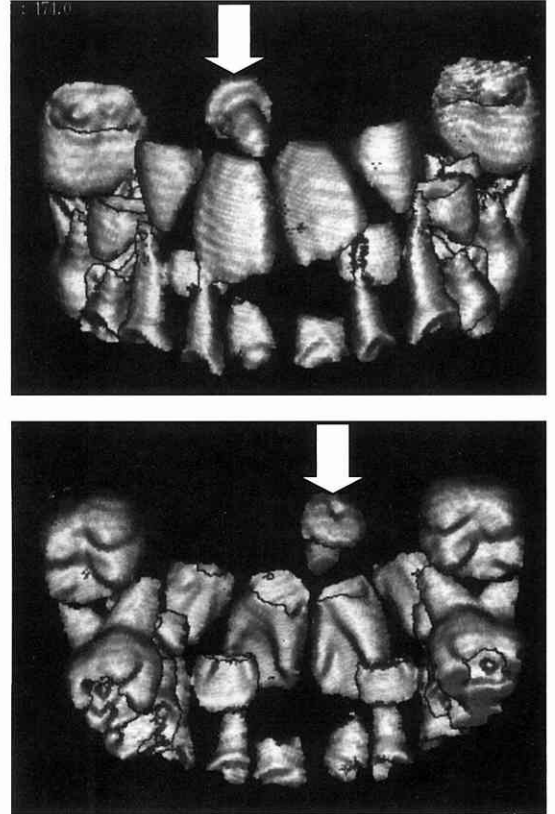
b 3D CT画像 写真上は正面観写真, 下が後方面観。ネジと思われる異物(矢印)
